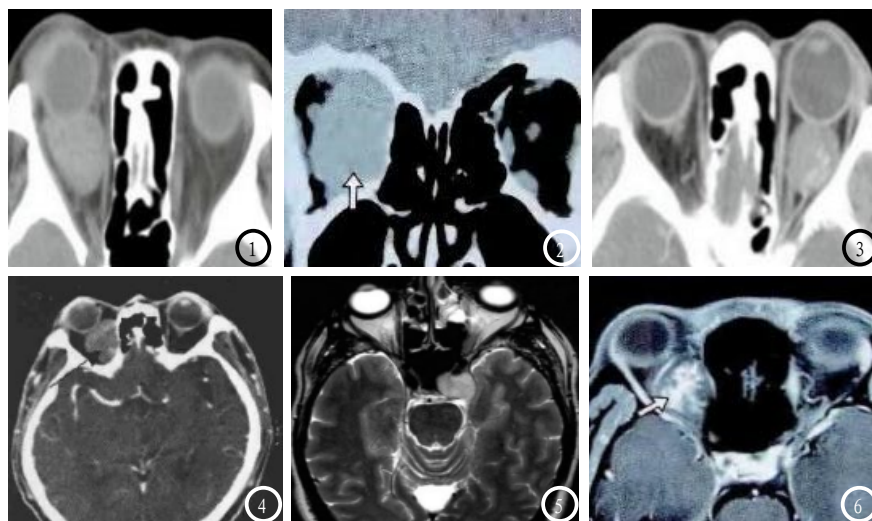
患者女，48岁，眼眶肌锥内间隙海绵状血管瘤。图1 CT平扫发现均匀性软组织结节灶，CT动态扫描发现不均匀轻度强化，术前曾误诊为眼眶淋巴瘤；图2 CT平扫冠状位显示肿瘤较大(箭头)，与视神经、内直肌分界不清；图3 CT动态扫描发现“渐进性”强化征象，可见眶尖空虚征；CT动脉期肿瘤中心结节强化(白色箭头)，密度与动脉一致；图5 MR平扫见T₁WI结节状低信号，轮廓清晰，点状高信号；图6 脂肪抑制增强T₂加权成像发现肿瘤呈类圆形，高信号，斑片状增强，内直肌受压迫移位(白色箭头)。
